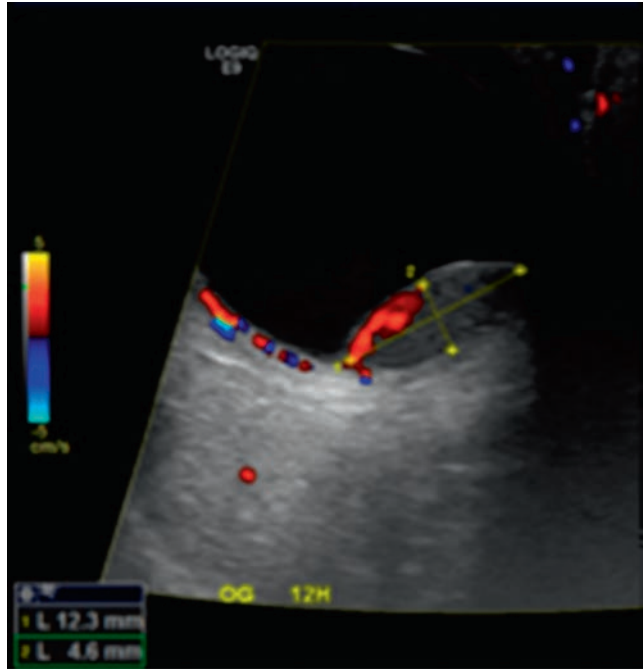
Échographie Doppler couleur d'un mélanome choroïdien avec vascularisation caractéristique.
